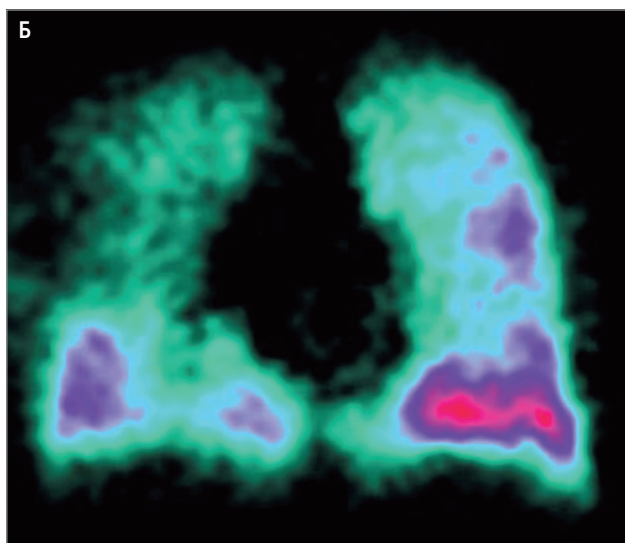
Диффузная форма лимфангиолейомиоматоза у пациентки 55 лет из 2-й группы: А – компьютерная томография органов грудной клетки; Б – однофотонная эмиссионная компьютерная томография
